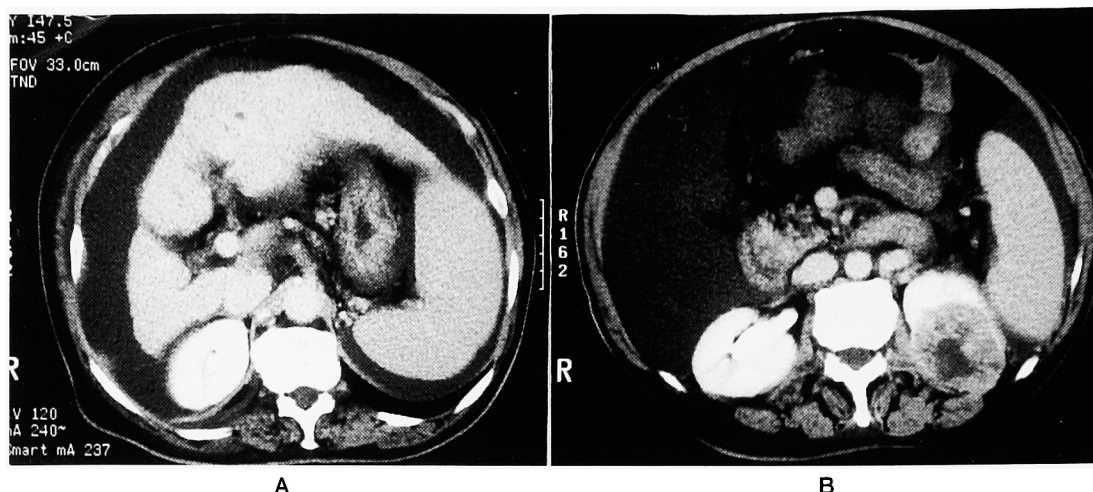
CT shows liver cirrhosis accompanied by ascites and splenomegaly (A) and a left renal tumor, 5.5 cm in size (B).
